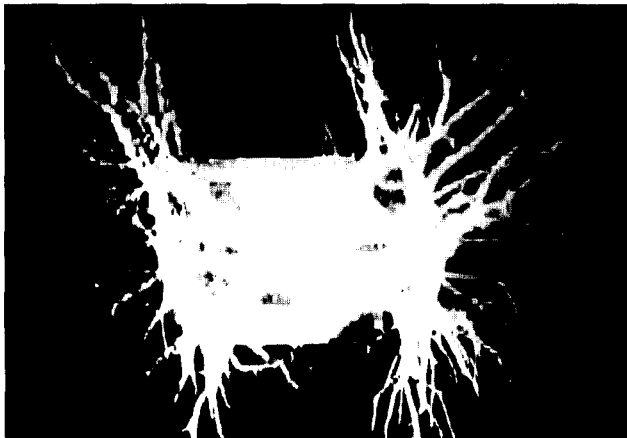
Postoperative CT angiography showed near normal left pulmonary artery.
